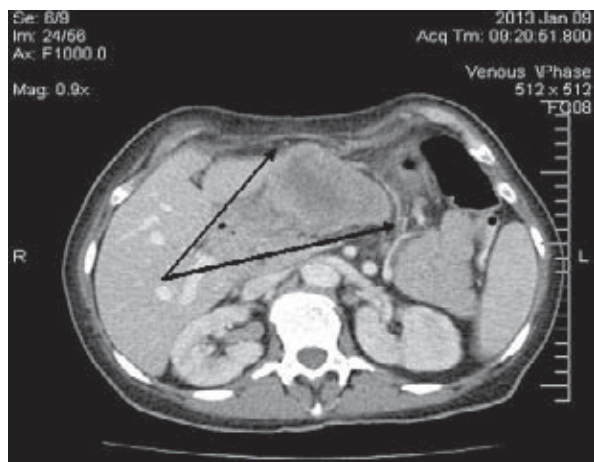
Компьютерная томограмма больной Р. Венозная фаза (Ультравист). Стрелками указаны границы опухолевого образования брюшной полости
